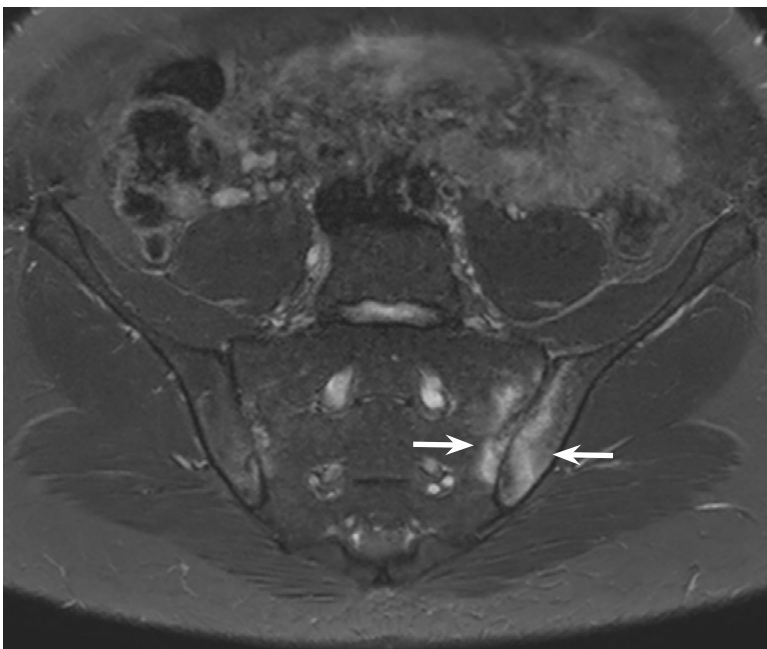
La RM presenta una elevada sensibilidad para detectar el edema óseo de forma precoz. Se muestra una secuencia T2 axial con supresión grasa de un paciente con espondilitis anquilosante que presenta edema óseo en ambas articulaciones sacro-iliacas, especialmente en la izquierda (flechas blancas) como signo de actividad de la sacroileítis.
